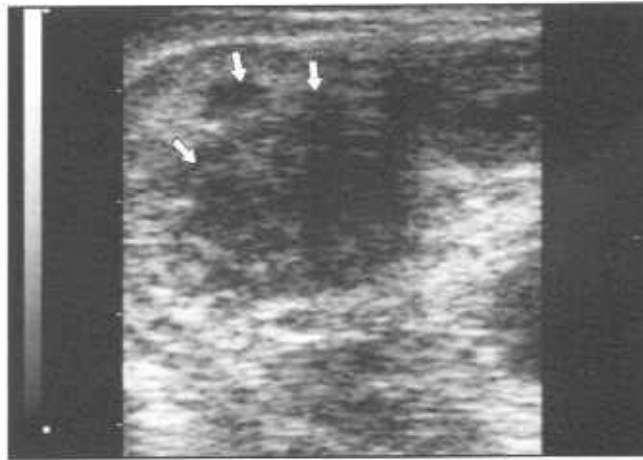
ТРУЗИ предстательной железы (продольный срез). Визуализируется зона пониженной эхогенности с нечетким контуром, симулирующая опухолевый процесс — зона специфической туберкулезной инфильтрации (отмечена стрелками).
